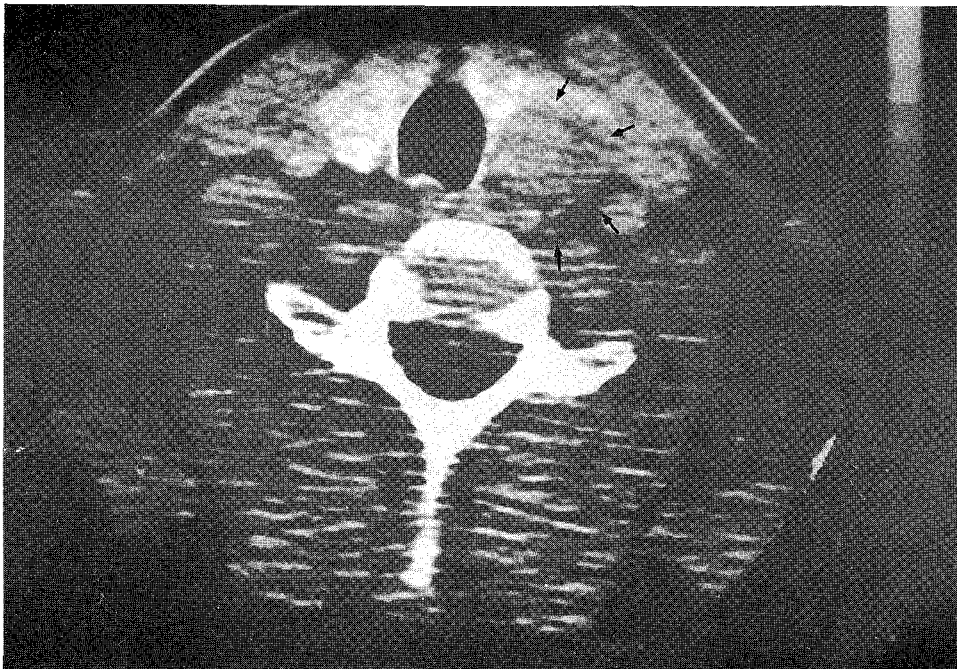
Neck CT shows a round hypodense parathyroid mass(arrows) beneath the left inferior thyroid.
